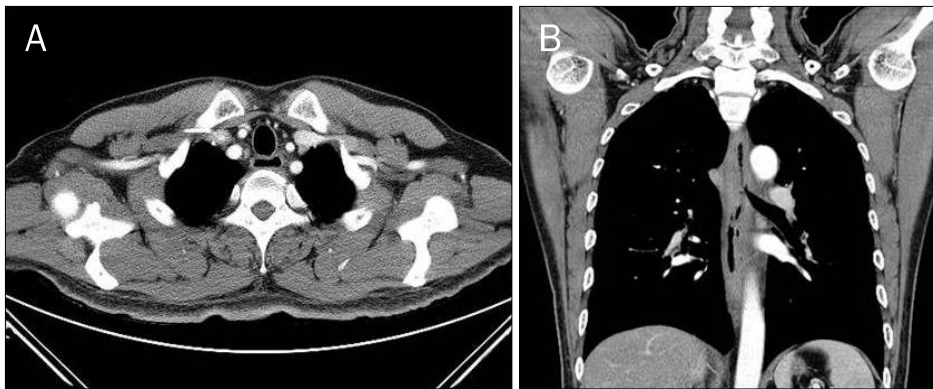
Chest CT scans in the axial (A) and coronal (B) planes on 2 weeks later. Near complete resolution of the esophageal wall thickening and the pneumomediastinum were noted.
